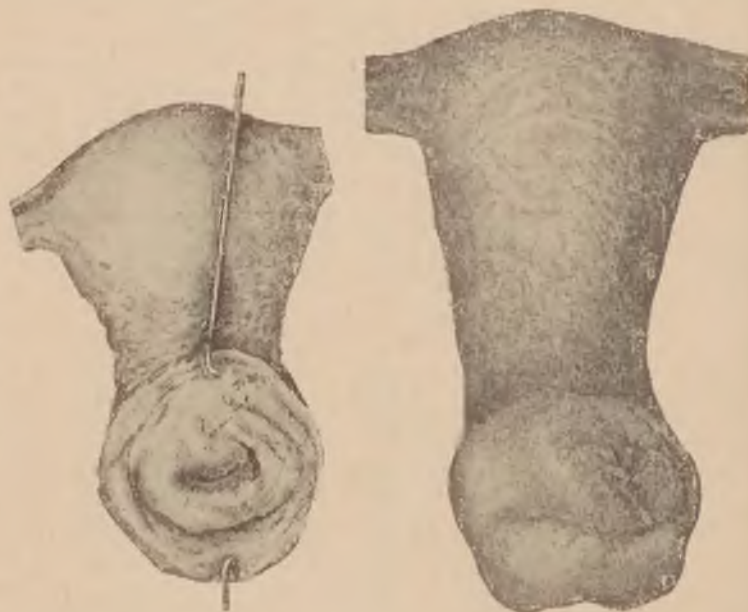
Kob. lat 41. Rak szyjki II. stopnia, typ B. Roentgen i rad. W 2 miesiące po naświetlaniu radem. Wargi zbliznowaciłe i pozaciągane, na tylnej szczelinowaty, poprzeczny ubytek, pokryty ziarniną. Utkania rakowego nie stwierdzono.
